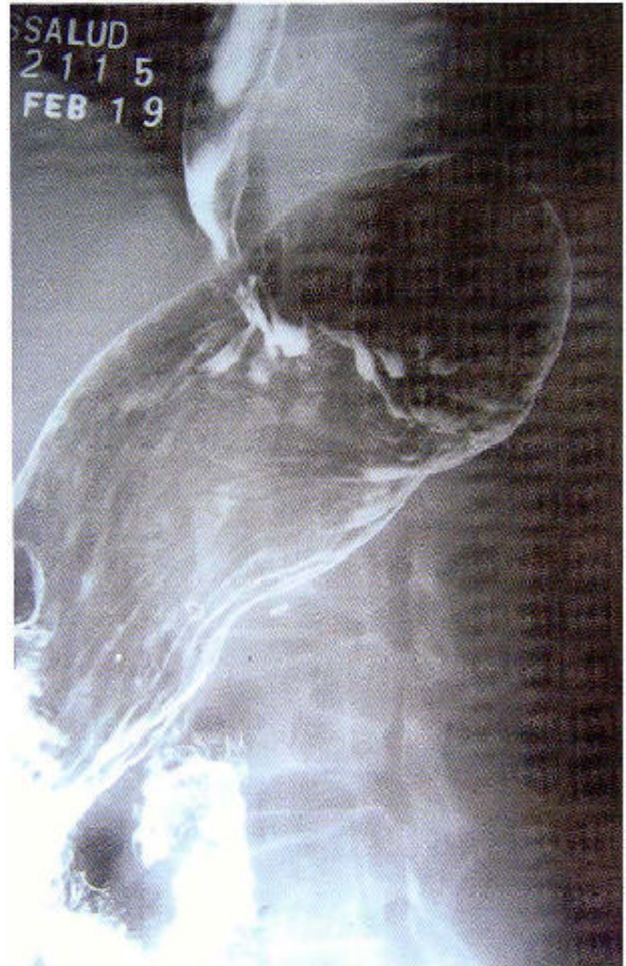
Radiografía de Estómago muestra úlcera de 2 cm. en tercio superior de cara posterior de estómago.
